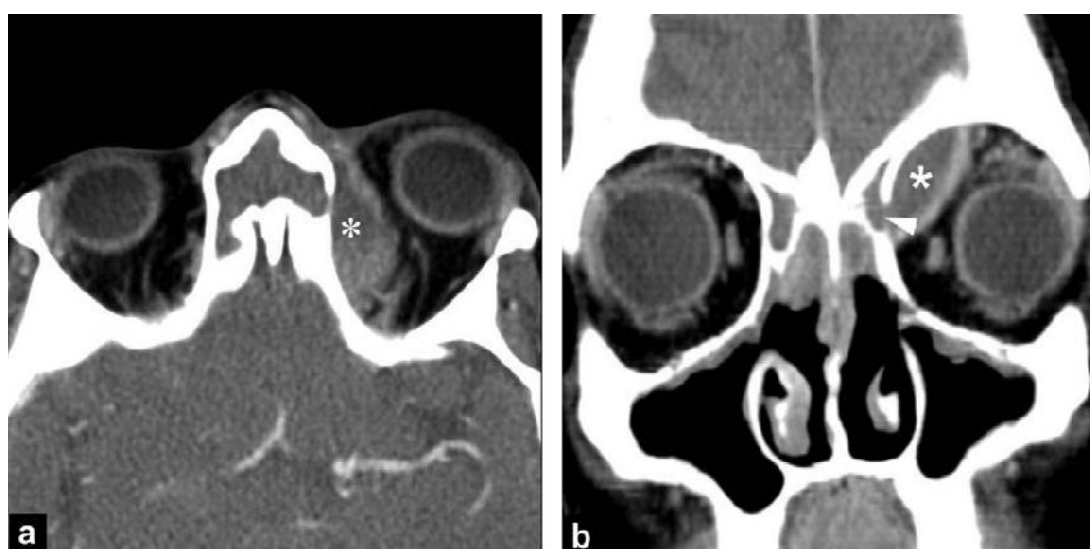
Abscès sous-périosté, fièvre et diplopie à trois jours de l'intervention : a : TDM axiale avec injection en fenêtre parenchymateuse, formation hypodense (astérisque) aux contours réguliers correspondant à un abcès sous-périosté : b : TDM coronale avec injection en fenêtre parenchymateuse, déhiscence osseuse (tête de flèche communiquant avec l'abcès sous-périosté. Pas d'anomalie de la graisse orbitaire.
